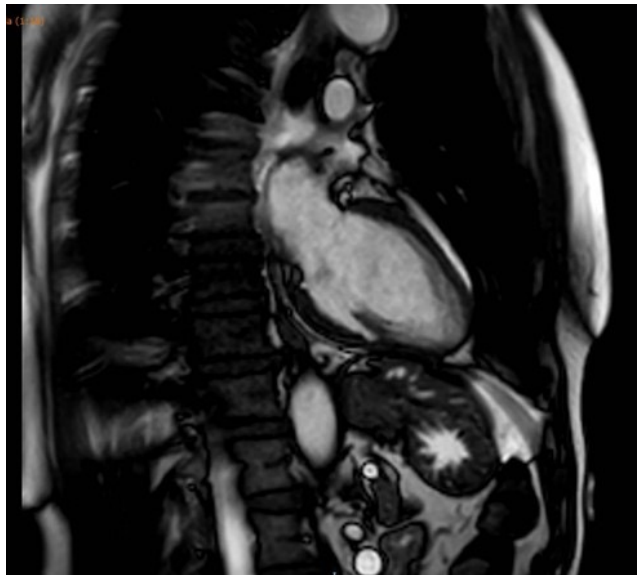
La resonancia magnética evidencia ventrículo izquierdo de volúmenes normales, sin trastorno de contractilidad. No se evidencia realce tardío o fibrosis intramiocárdica.
